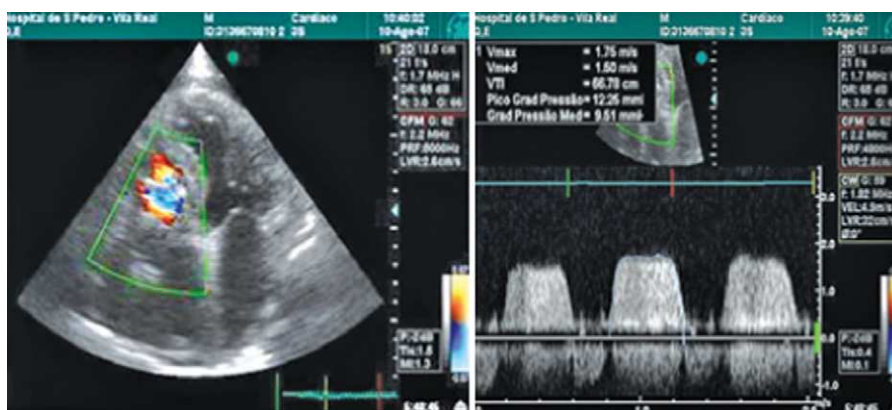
Ecocardiograma com Doppler a revelar aurículas severamente dilatadas e *aliasing*/turbulência do fluxo de entrada do ventrículo direito (esquerdo) e Doppler contínuo a demonstrar um gradiente de ET com média de 9,5 mmHg.
